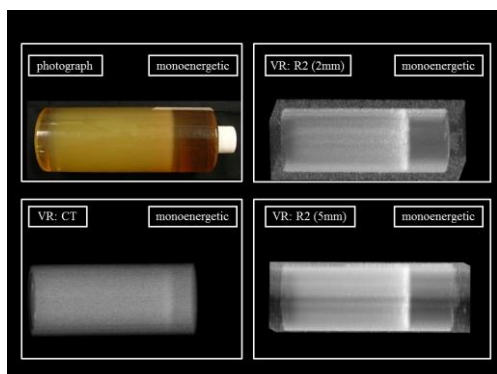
陽子線単色ビーム照射後のポリマーゲル線量計(左上)、およびボリュームレンダリング技術を用いた 3 次元表示による立体図(左下: CT を用いた表示、右上: R2(スライス厚 2mm)を用いた表示、右下: R2(スライス厚 5mm)を用いた表示)
